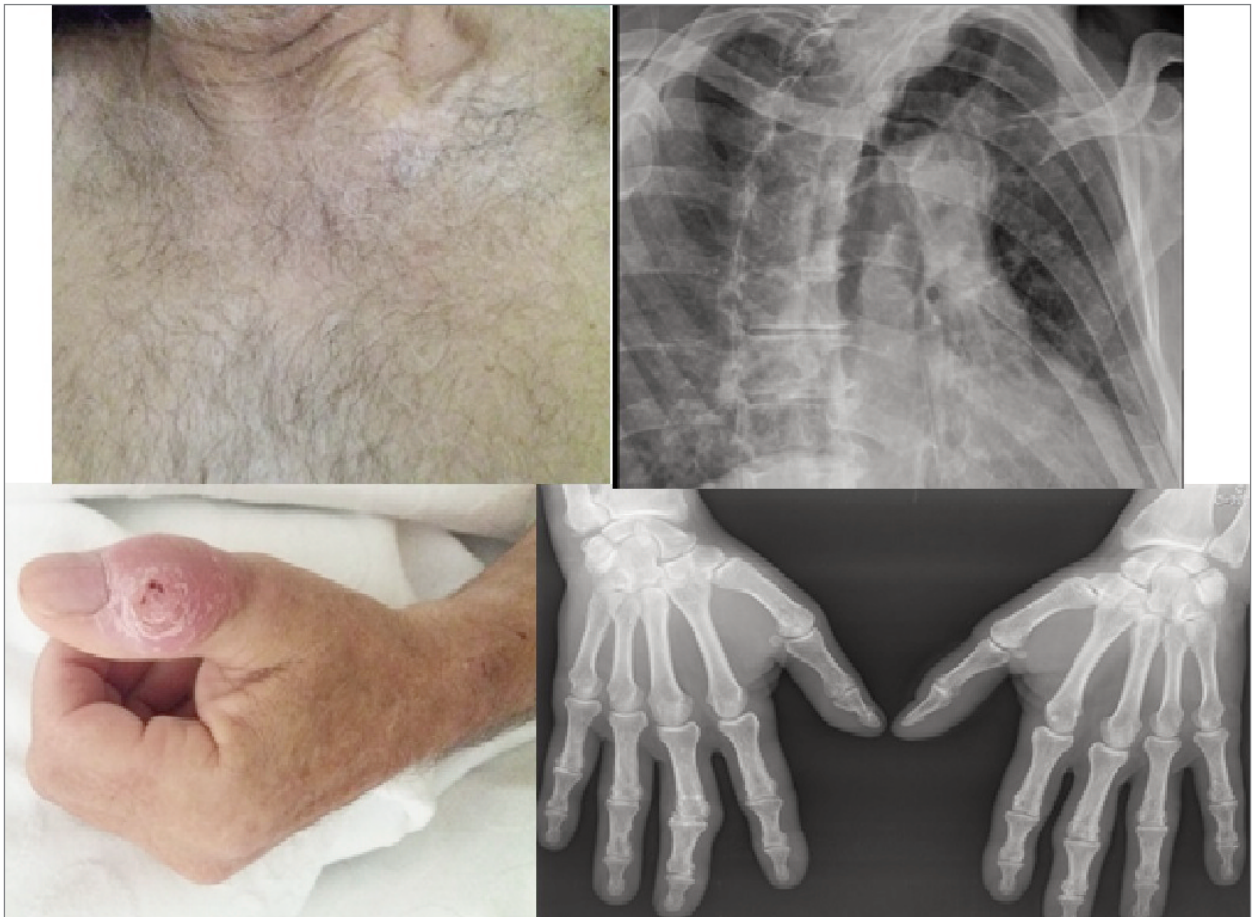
Swelling of the 1st left interphalangeal and left sternoclavicular joint and respective radiographs.
